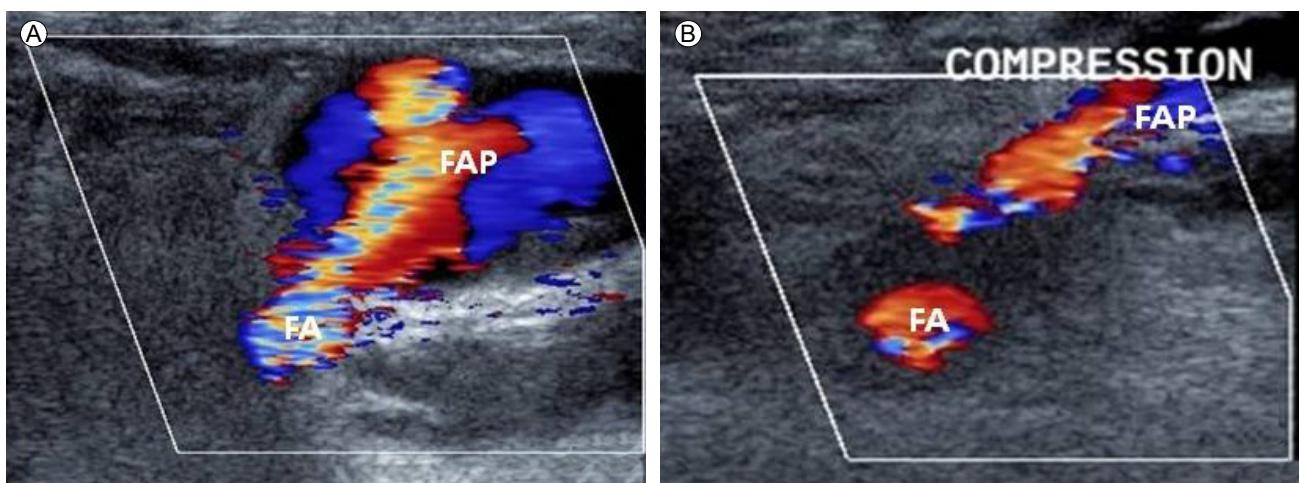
Color Doppler flow showing the blood flow in the FA, through the neck into the FAP (A). Ultrasound-guided compression failed to obliterate the FAP (B). FA: femoral artery; FAP: femoral artery pseudoaneurysm.
